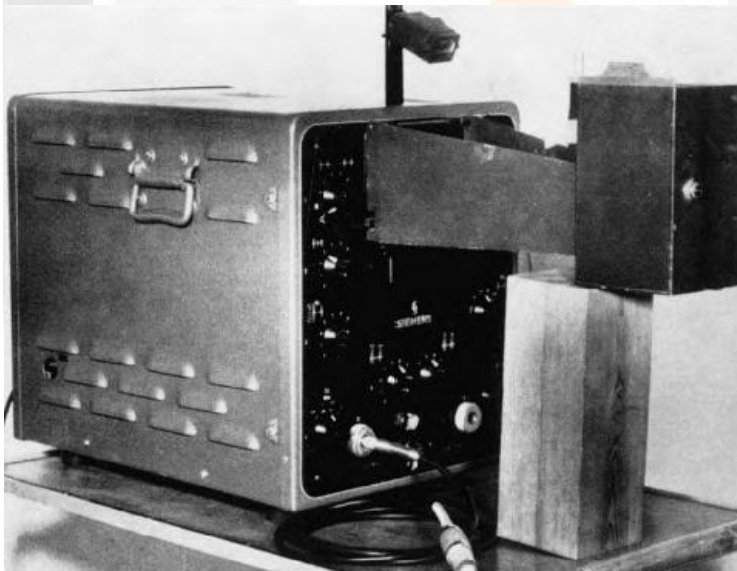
Ultrasonoscopio inicialmente utilizado por Edler y Hertz
